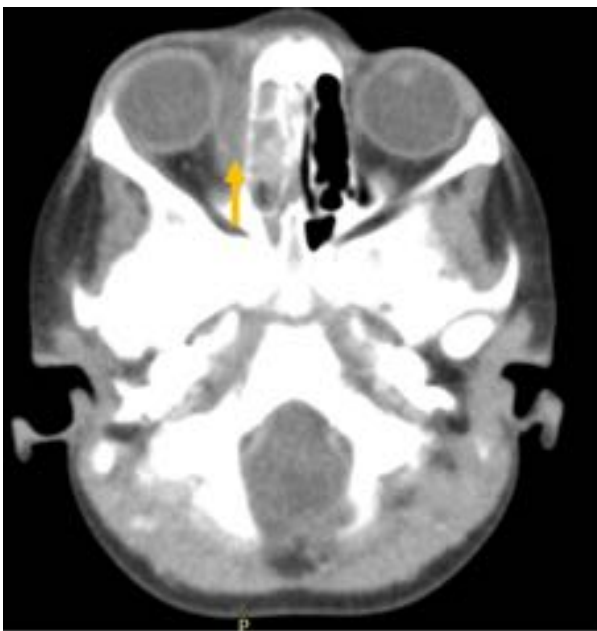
Corte axial de TC de cráneo con contraste de una niña de 5 años: Historia de sinusitis maxilar, con mala respuesta antibiótica. En el corte de la TC se observa un engrosamiento del tejido celular
